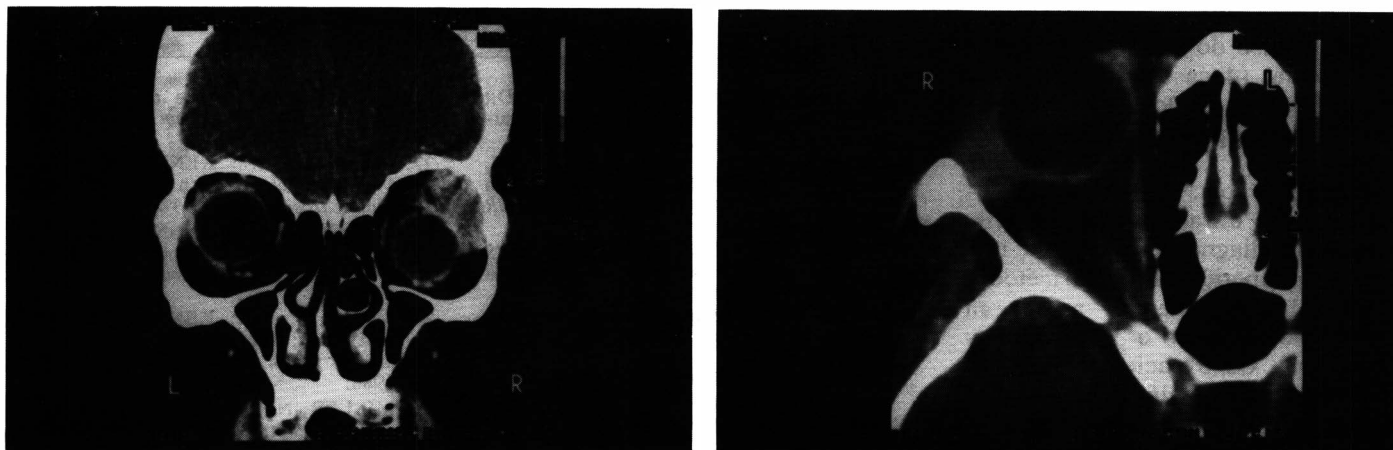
TC de órbita (corte axial e coronal) – evidenciando lesão restrita à glândula lacrimal, cujo anátomo patológico confirmou tratar-se de pseudotumor.
